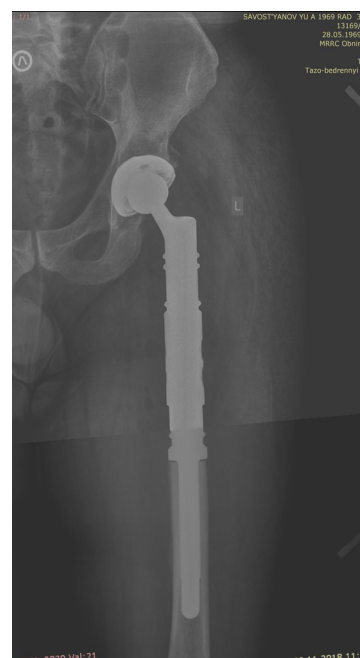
Рентгенограмма левого тазобедренного сустава после хирургического лечения (сегментарная резекция проксимального сегмента левой бедренной кости. Ревизионное эндопротезирование левого тазобедренного сустава), проведенного в МРНЦ им. А. Ф. Цыба
